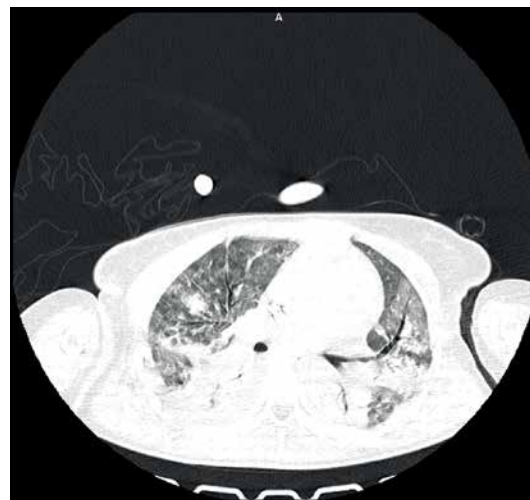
Компьютерная томограмма легких на 8-е сутки лечения. Отмечается снижение плотности инфильтративного поражения легких с обеих сторон
